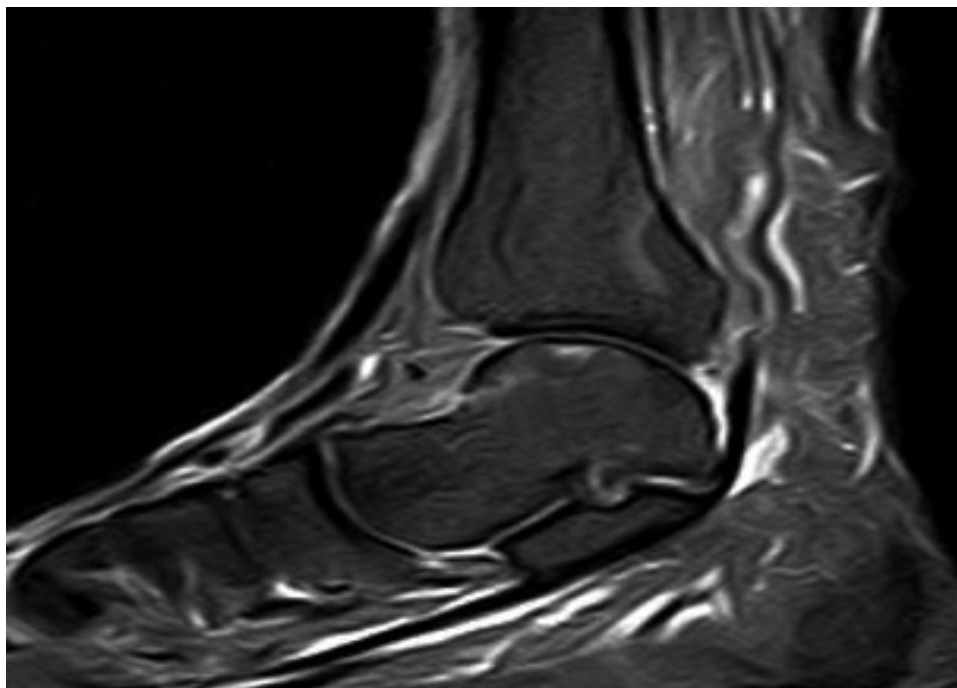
Контрольное МРТ исследование через 6 мес., отмечается уменьшение зоны деструкции и отека блока таранной кости.
